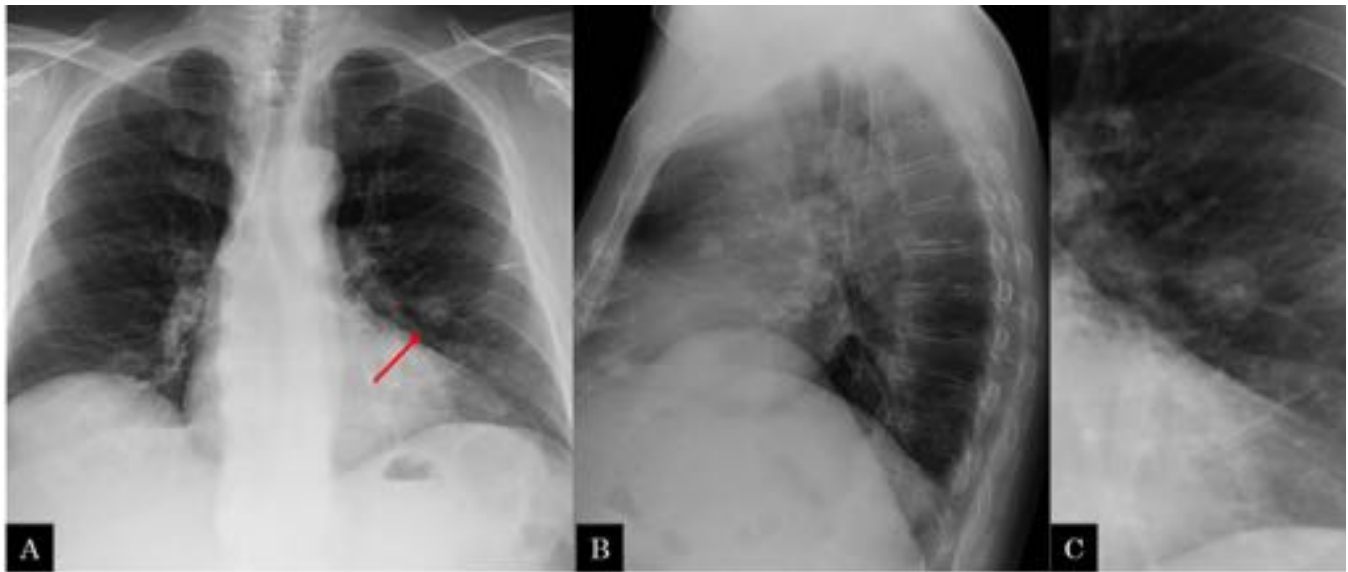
Varón de 73 años exfumador, asintomático. A y B) radiografía de tórax PA y lateral de tórax: a nivel de la língula se identifica un nódulo de 2cm contornos bien definidos, además se observa una imagen de mayor densidad en su interior compatibles con calcificaciones. Estos hallazgos son sugestivos de hamartoma. C) imagen ampliada.
